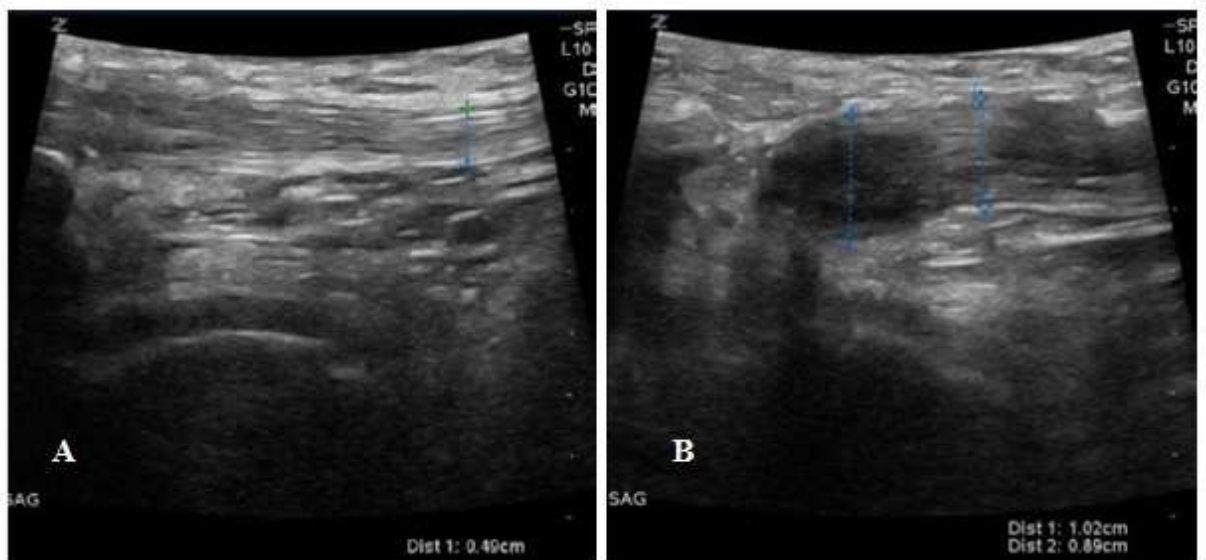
images de l'échographie des parties molles du genou [51]
